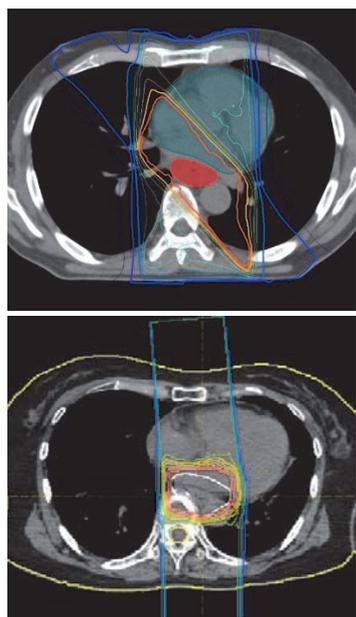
食道癌に対するX線治療（上図）と陽子線治療（下図）の比較
